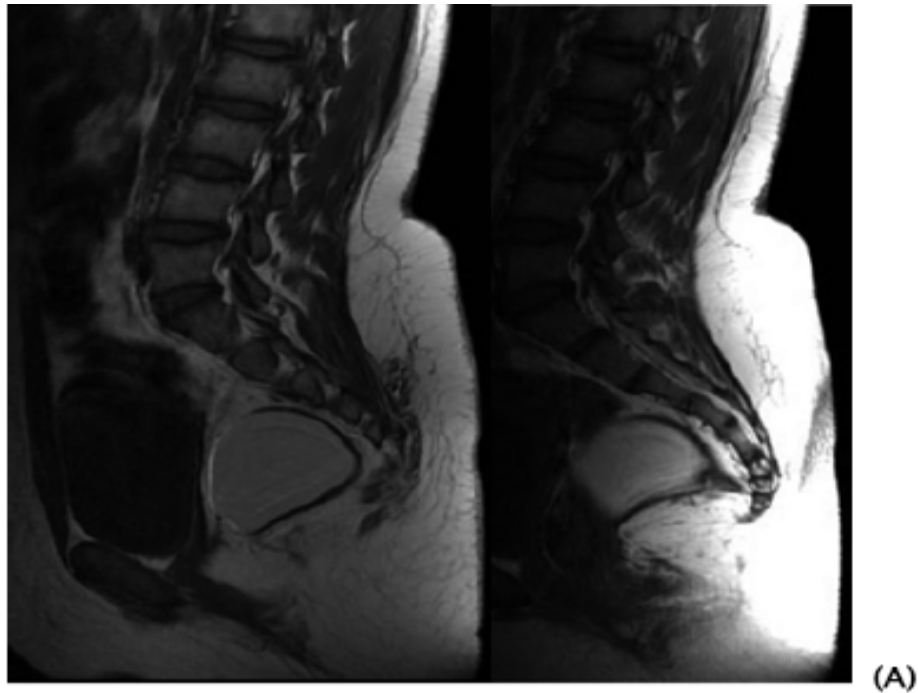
Coupes d'IRM montrant une masse ovoïde pré sacrée de 65/50 mm à contenu hyper intense en T1 et T2, la paroi de 2 mm d'épaisseur régulière, elle refoule le rectum vers la gauche et respecte les structures avoisinantes.
